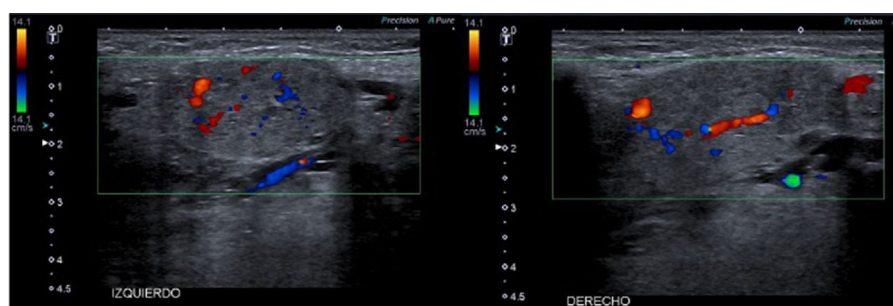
Ecografía de las glándulas submandibulares derecha e izquierda. Aumento de tamaño con heterogeneidad del parénquima y aumento de la vascularización. No imágenes de litiasis ni dilatación de conductos excretores. No colecciones peri ni intraglandulares.
